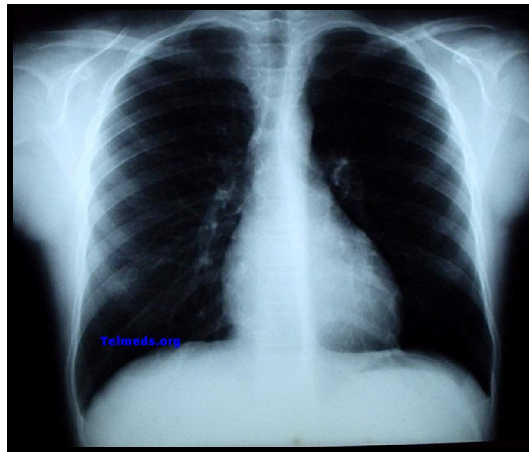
Fotografía de radiografía de tórax<sup>15</sup>
